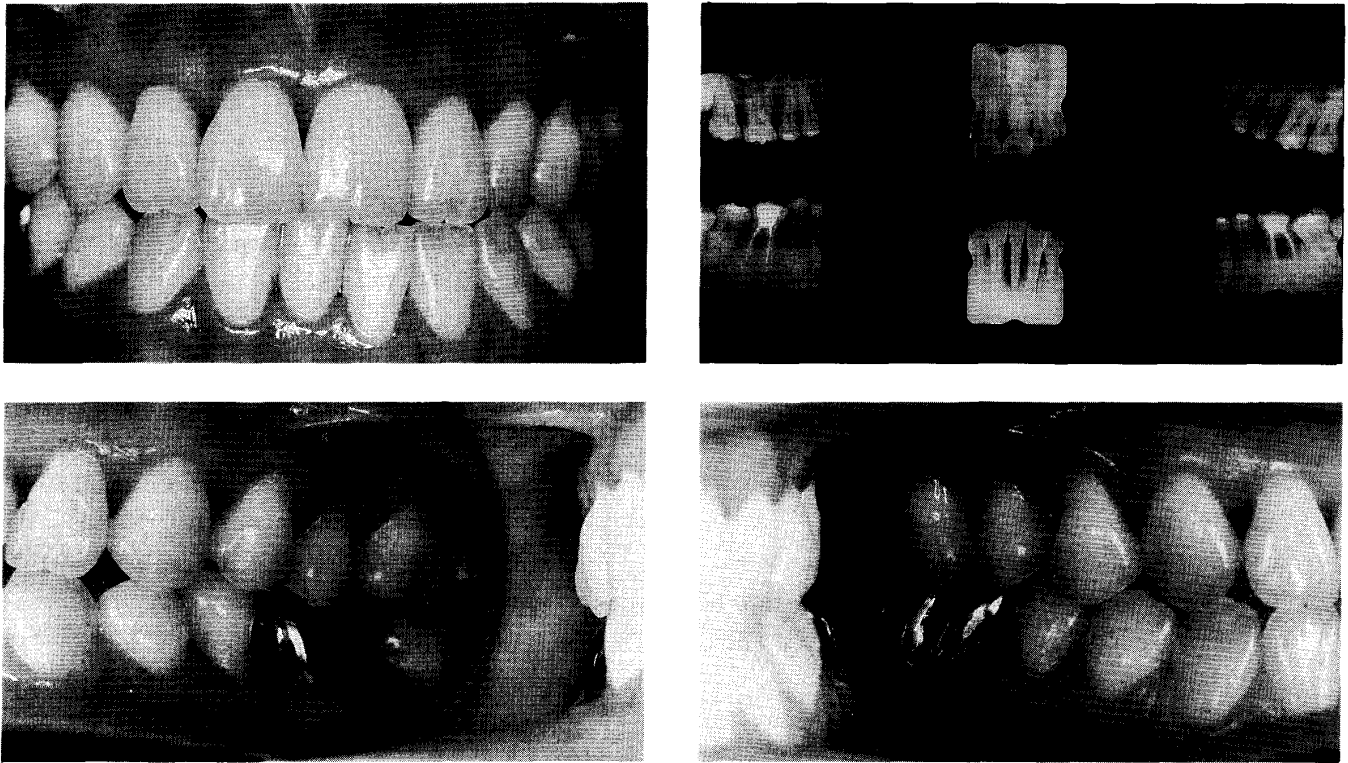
Clinical status 12 months and dental radiographs 6 months after treatment of the same patient as Fig.10.
